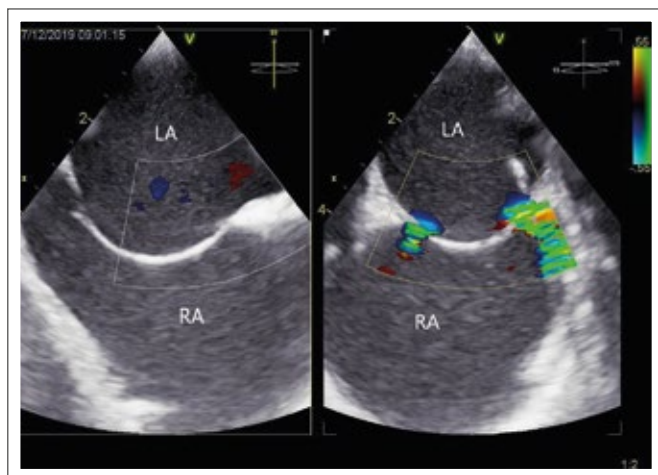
Transösophageale 2D-Echokardiographie von 2 Secundum-Defekten mit Links-Rechts-Shunt im Farbdoppler.
